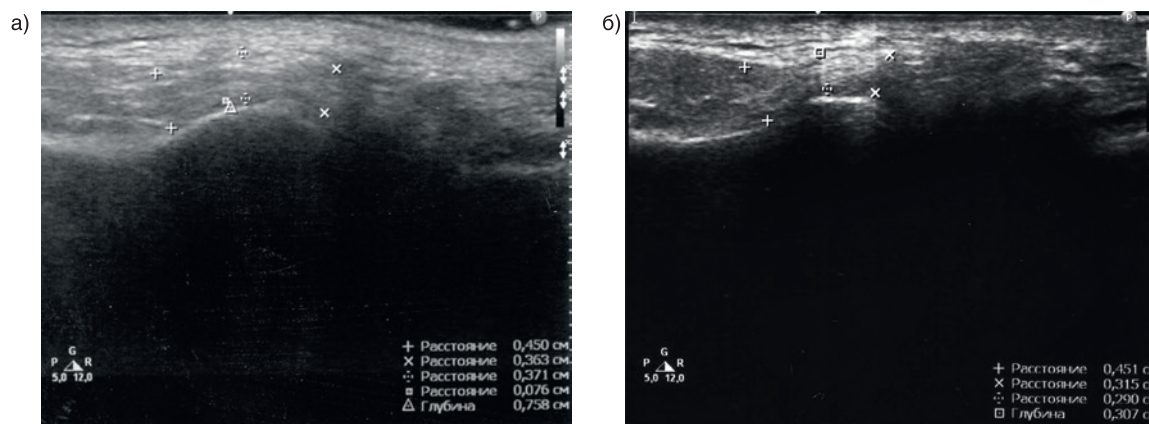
Изображение обоих ВНЧС при УЗИ пациентки С. через 6 месяцев после операции а) справа б) слева
